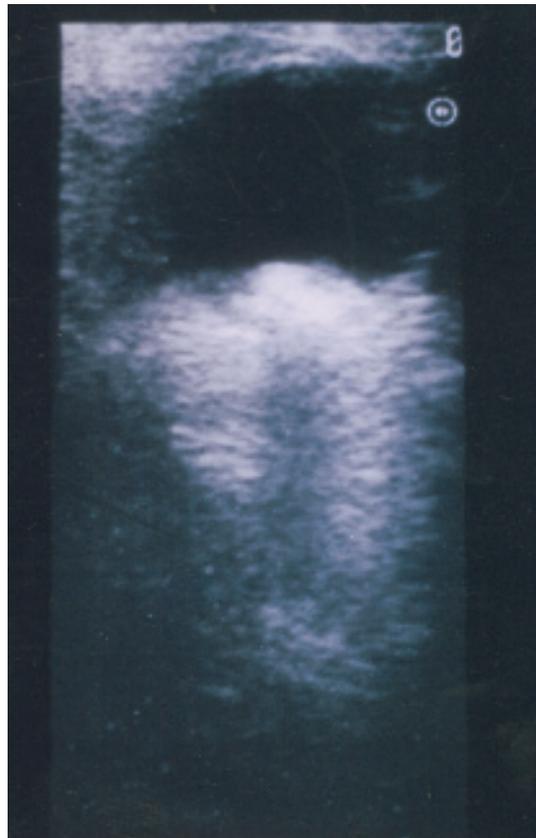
Aspect échographique: Masse tumorale calcifiée avec forte réflectivité.
